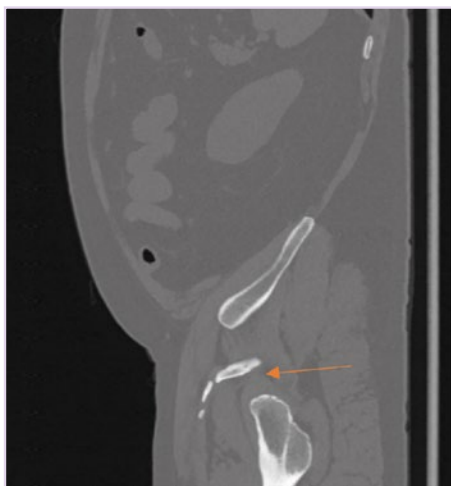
КТ-исследование органов брюшной полости (MPR-реконструкция, сагитальная проекция).
